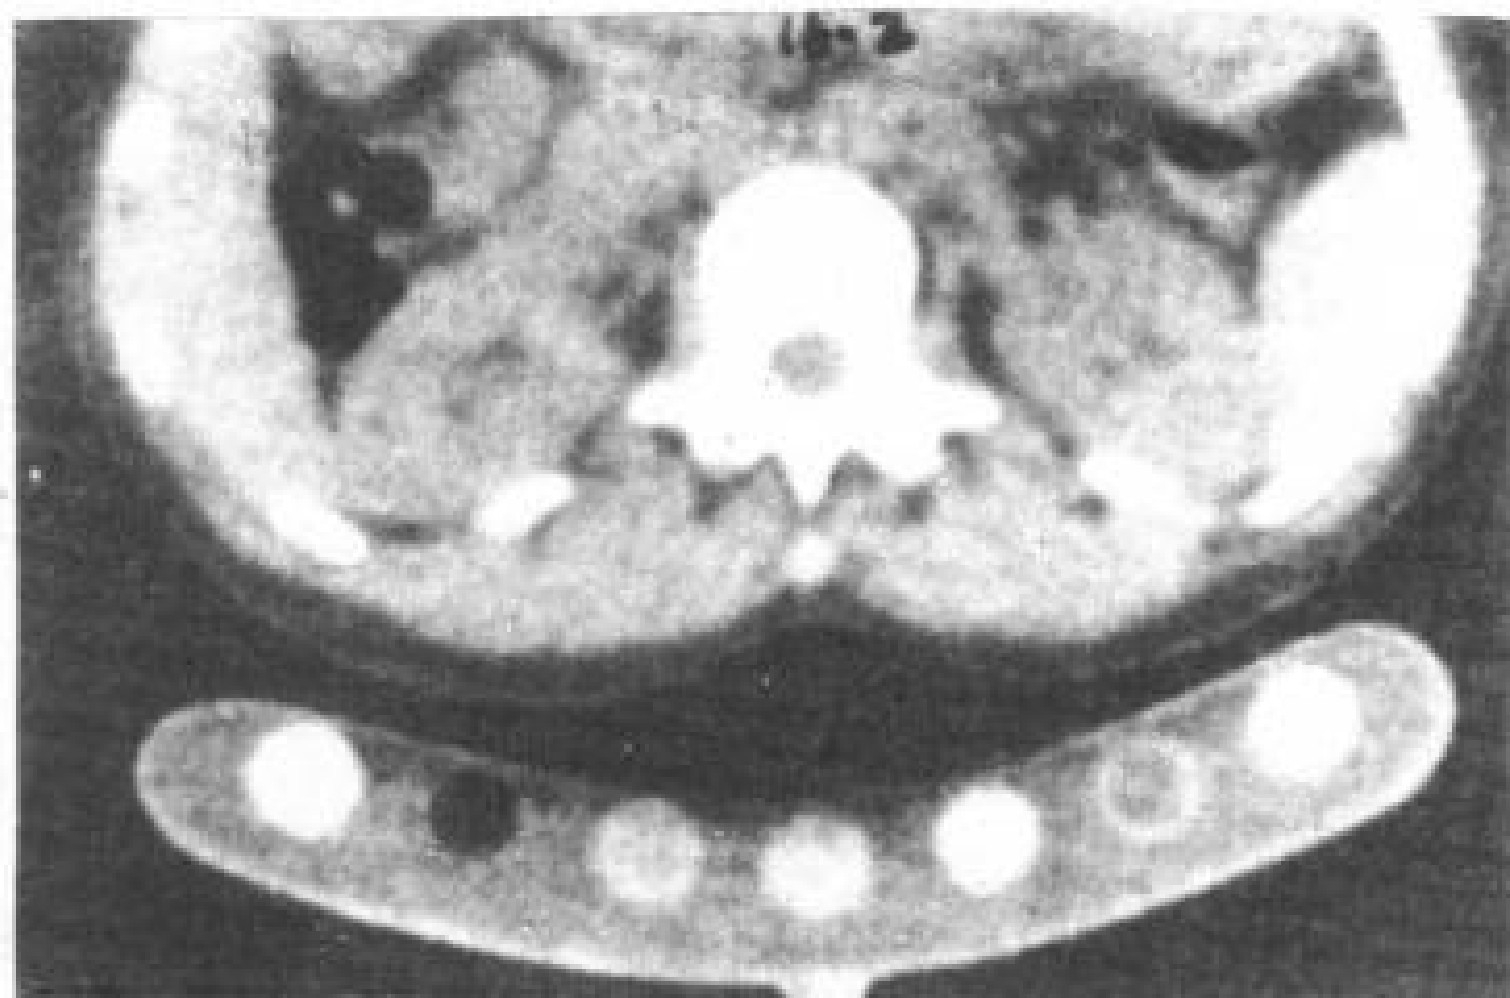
在 L<sub>1</sub> 中部水平，CT 对病人和模型扫描。
